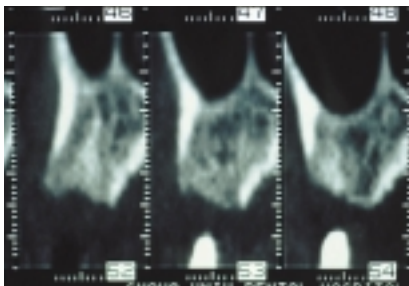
図 CT多断面再構成(MPR)による上顎臼歯部垂直断面像。マーカ-が 53、54に見られ、この部位での歯槽頂から上顎洞底までの骨高径は12~14mm、歯槽部幅径は10mm、また頬側と口蓋側では皮質骨がやや厚いものの歯槽頂部では皮質骨がほとんどないことが分かる。
